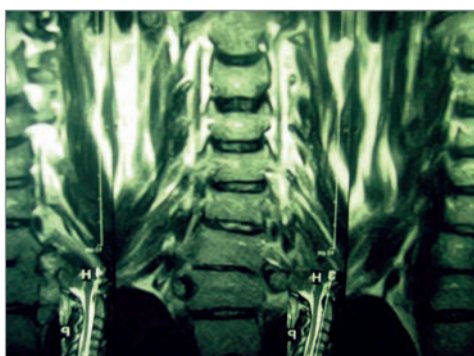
МРТ шийного відділу (витяг із серії томограм)
